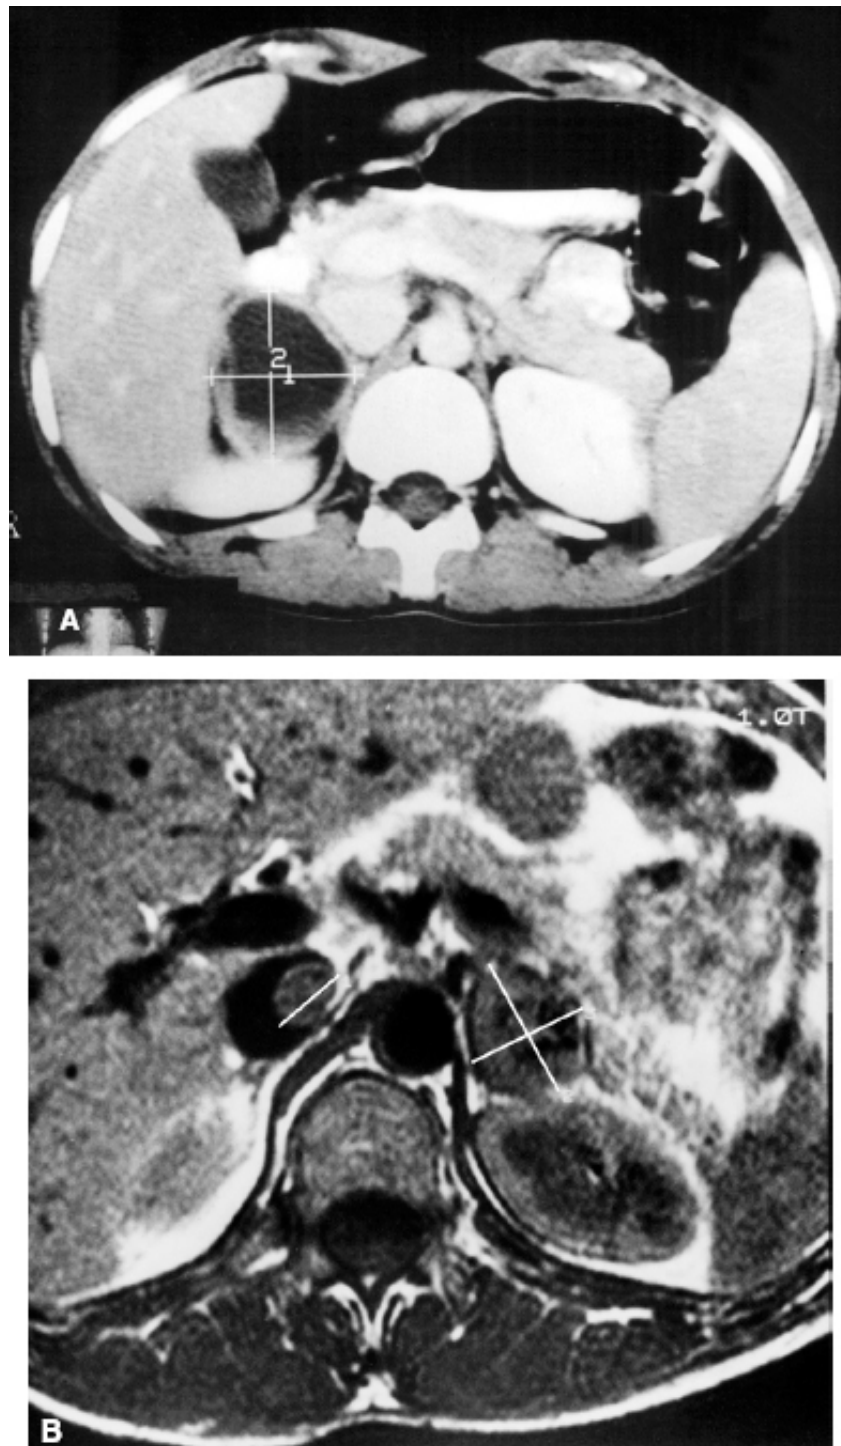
A. Tomografia computadorizada de abdome revelando massa na suprarenal direita que corresponde a um feocromocitoma. B. Ressonância magnética de abdome mostrando massa tumoral em suprarenal esquerda e trombo metastático na veia cava inferior em paciente com feocromocitoma maligno.
